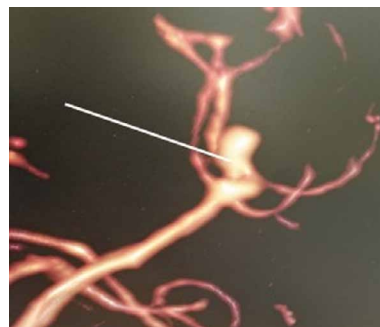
СКТ-АГ головного мозга, по данным которой заподозрена аневризма перикаллезной артерии (указана стрелкой).
